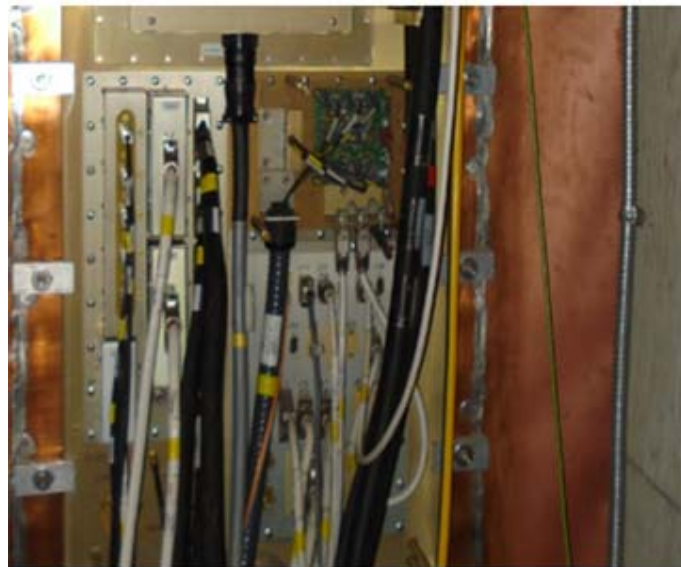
INSTALACIONES ELECTRICAS, PARA QUE TRABAJE EL MAGNETO DE LA RESONANCIA MAGNETICA
